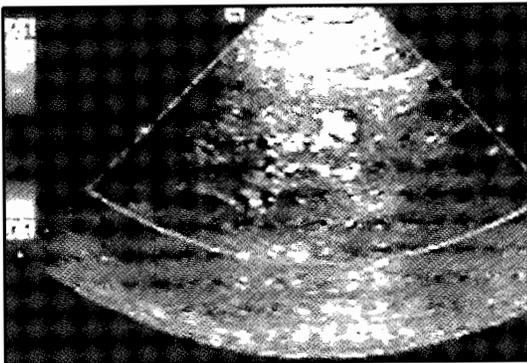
Echodoppler couleur: zone de couleur accrue, en mosaïque, du pôle inférieur du rein gauche très évocatrice d'une fistule artérioveineuse
